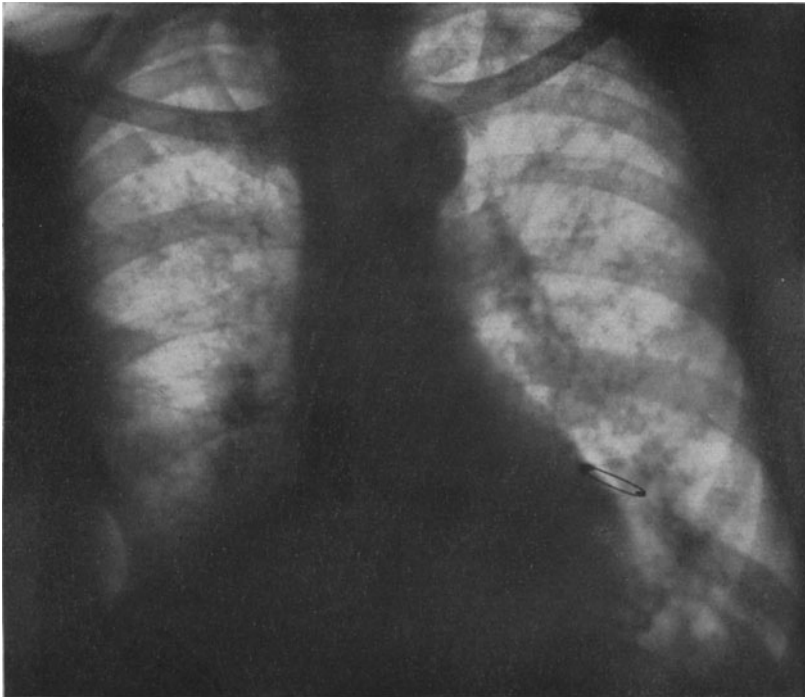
Über beide Lungen ausgebreitete Bronchiektasien erscheinen im Röntgenogramm als fleckige und streifige Verdichtungen. Stellenweise sind erweiterte Bronchien orthoröntgenograd als helle Flecke mit dunkler ringförmiger Umgebung dargestellt. Mittlere und untere Lungenteile sind am stärksten erkrankt. Eine eitrige Pleuritis hatte zur Rippenresektion rechts unten gezwungen. Gefäßstamm verbreitert, Herz nach links vergrößert (autoptische Kontrolle).
